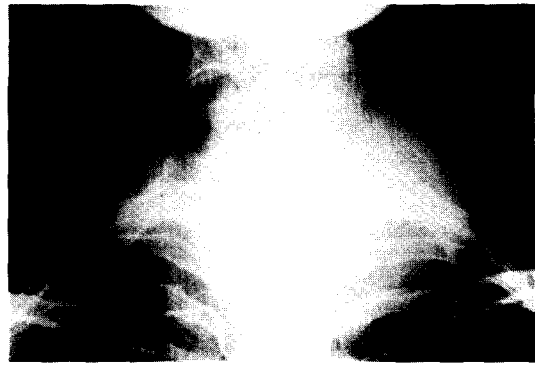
Chest X-ray showing segmental stenosis of cervical trachea due to thyroid follicular adenoma.
